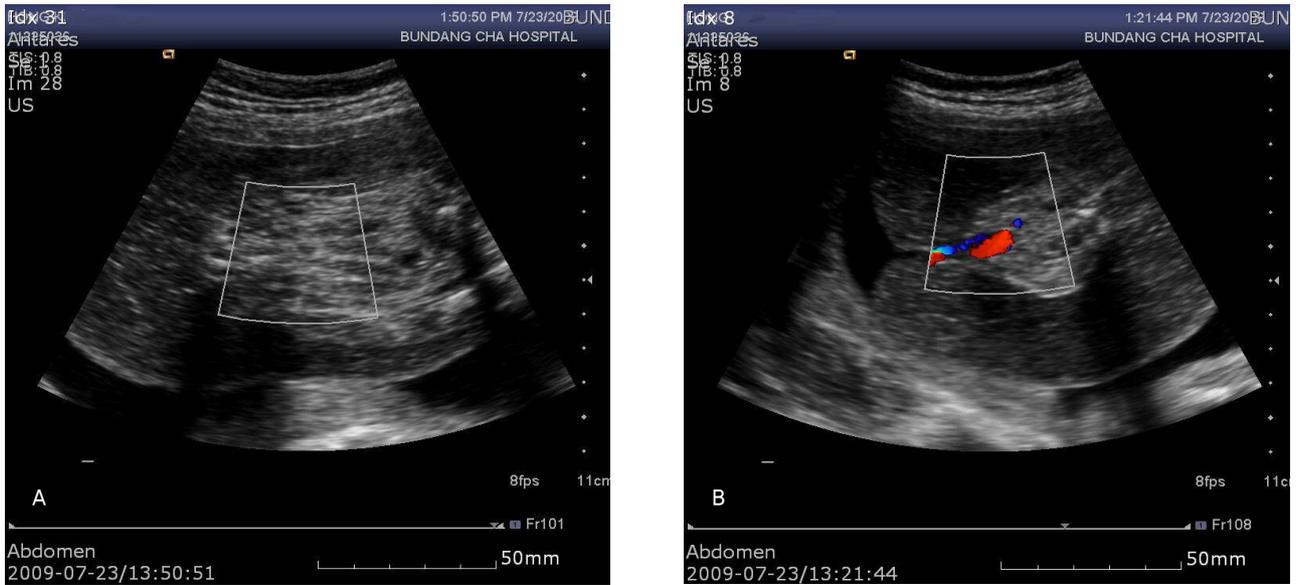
(A) cord insertion site: doppler ultrasound image of cord insertion site at the anterior abdominal wall of the acardiac fetus. (B) the tissue effects of radiofrequency ablation (RFA): transabdominal intraoperative ultrasound image reveals the RFA device, deployed within the abdomen of the acardiac fetus, and the echogenic material, which represents the tissue effects of RFA.
